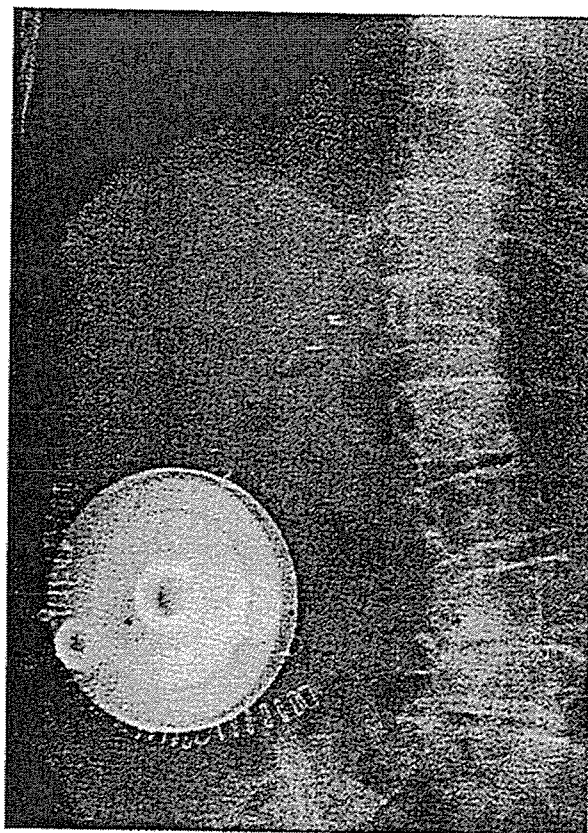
Plain abdominal X-ray
